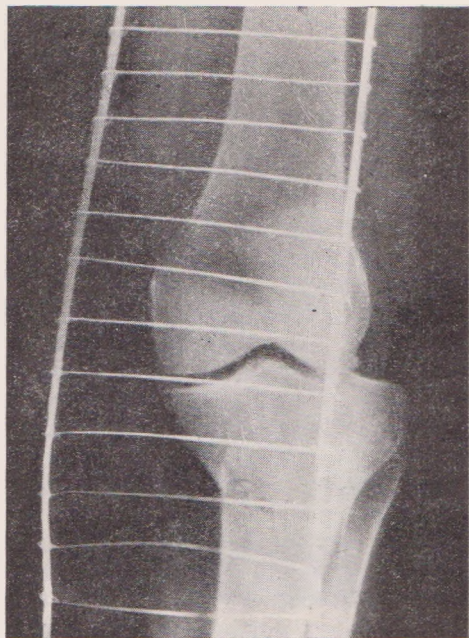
Рентгенограмма Т-образного оскольчатого перелома проксимального эпифиза большеберцовой кости с подвывихом наружного мыщелка.
